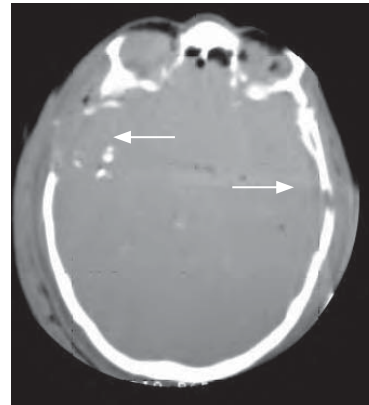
/11. Herida de bala craneal. En ventana ósea se observan las fracturas en ambos lados, y en la TAC cerebral se observan hemorragias y aire intraparenquimatoso.
